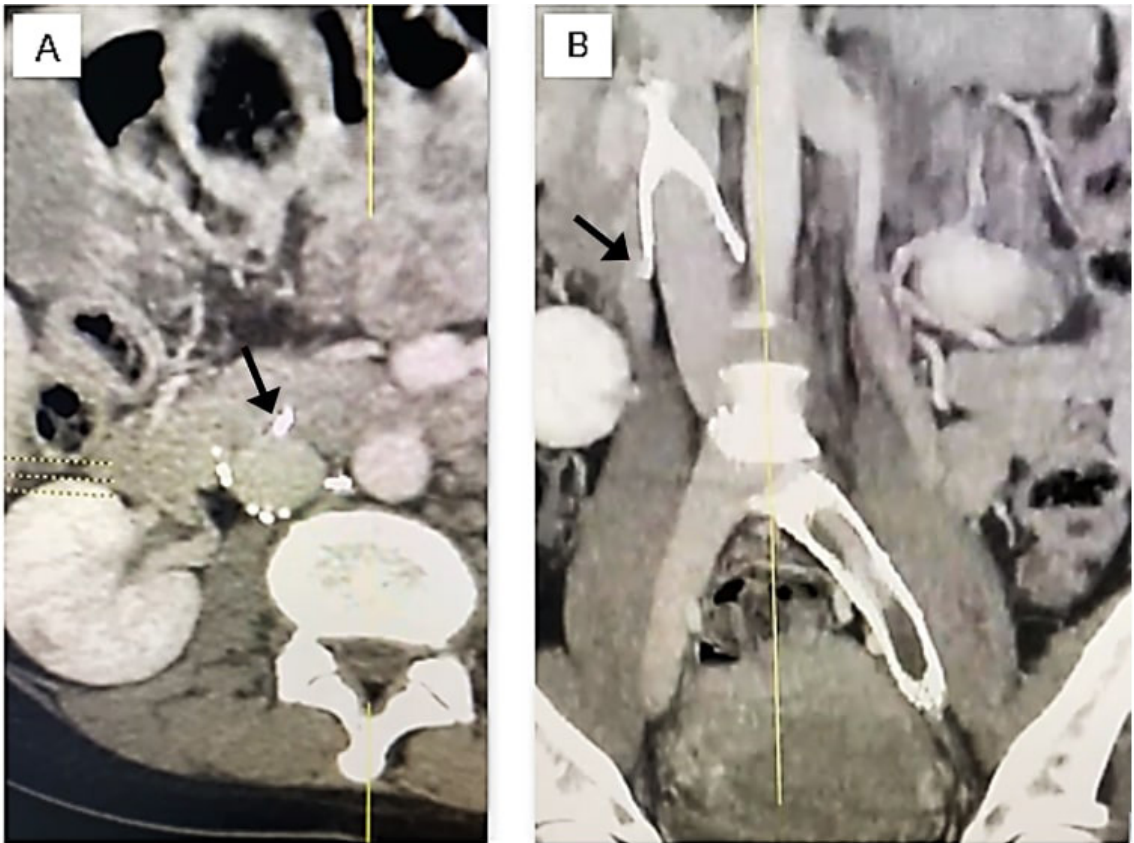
Filtro de veia cava perfurando a veia cava inferior. (A) Tomografia computadorizada em corte axial; (B) Tomografia computadorizada em corte coronal. Ponta da seta: hastes fixadoras do filtro perfurando a parede da veia cava. Fonte: arquivo pessoal dos autores.
